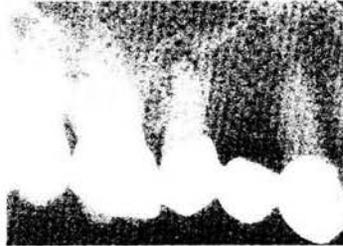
Granuloma periapical con bordes bien delimitados
